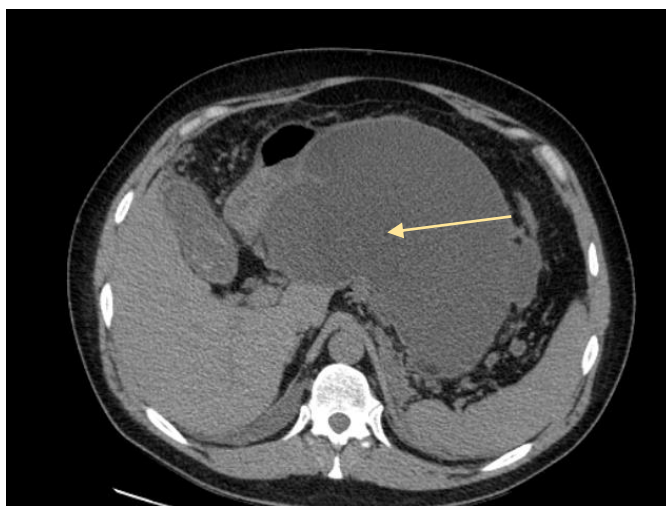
Нативная компьютерная томография органов брюшной полости. Осумкованное некротическое скопление жидкости
